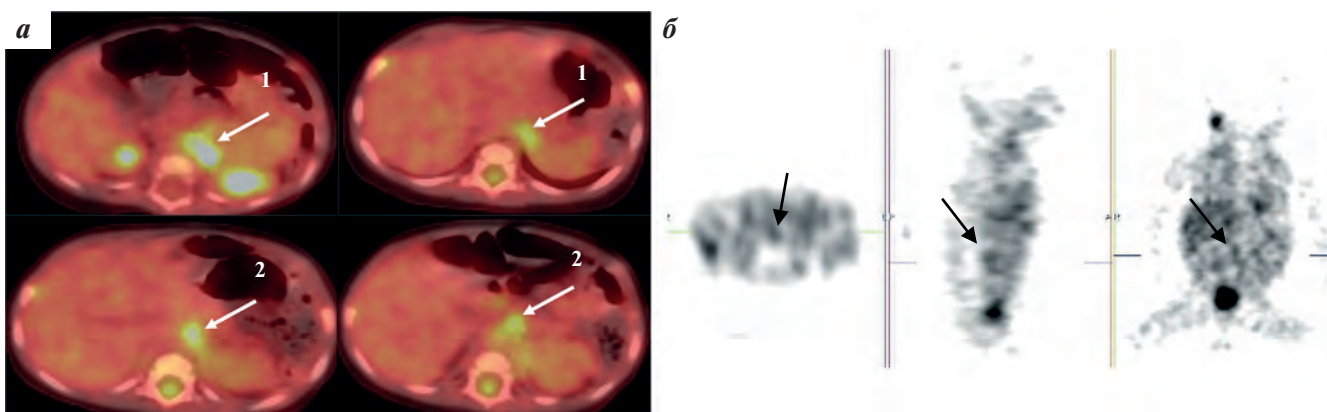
Пациент М.: а – ПЭТ/КТ всего тела с ^{18}F -ФДГ, стрелками отмечены накопление РФЛП в области забрюшинной клетчатки (1) и метаболически активные забрюшинные ЛУ (2); б – сцинтиграфия всего тела с ^{123}I -МЙБГ, стрелками отмечены очаги гиперфиксации РФЛП в проекции забрюшинных ЛУ
